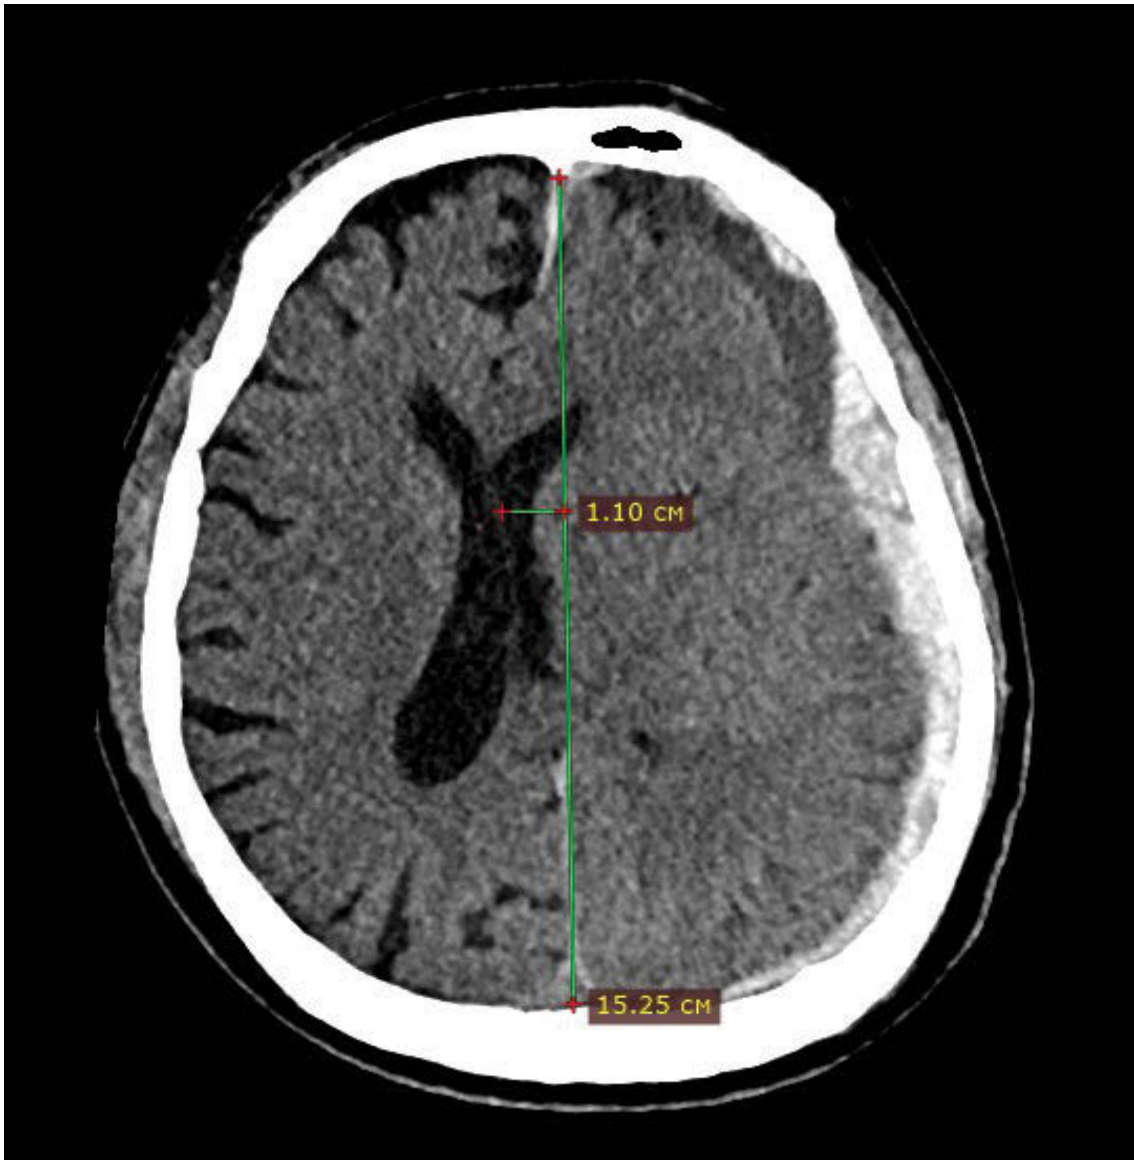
Виявлення зміщення серединної лінії за допомогою КТ в пацієнта з клінічного випадку. ЗСЛ складає 1.1 см.
